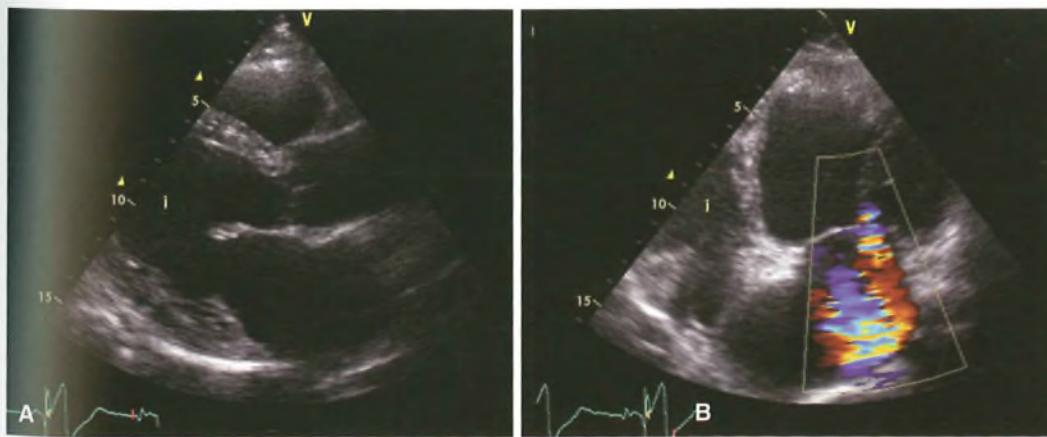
Cardiomiopatia dilatativa. A) Dilatazione del ventricolo sinistro senza ispessimento del setto interventricolare (scansione in asse lungo parasternale). B) Insufficienza mitralica massiva secondaria alla dilatazione dell'*anulus* (apicale quattro camere).
